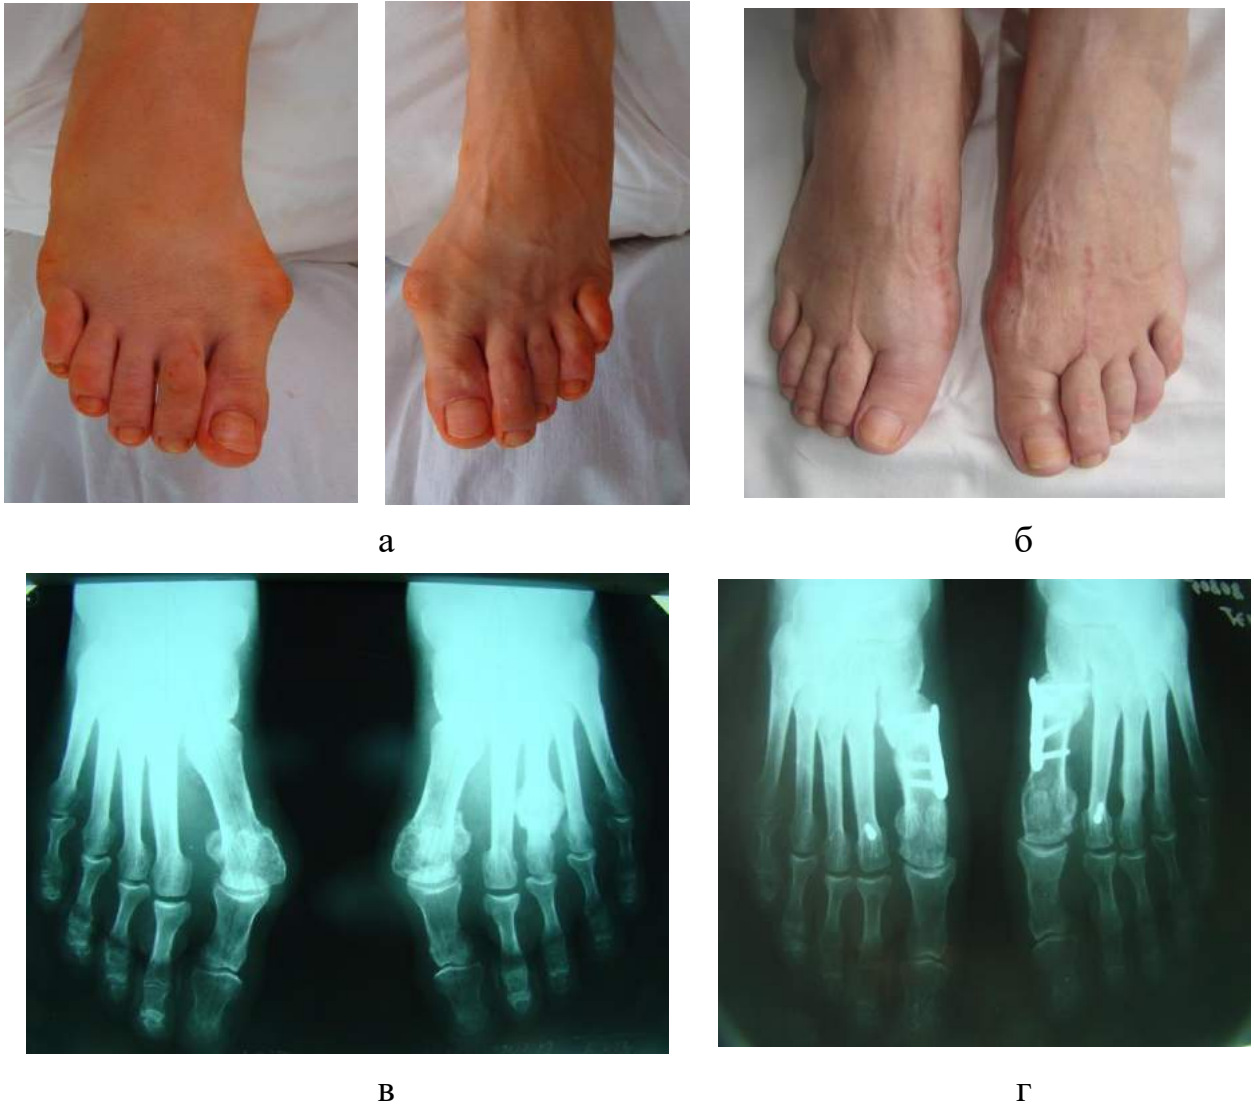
Зображення стоп пацієнтки з HV III ст. та молоткоподібною деформацією 2-го пальця стопи за класифікацією G0 з наявністю метатарзалгії до (а) та через рік (б) після хірургічного втручання. Фотовідбитки з рентгенограм переднього відділу стоп до операції (в), та через рік (г) після хірургічного втручання.
